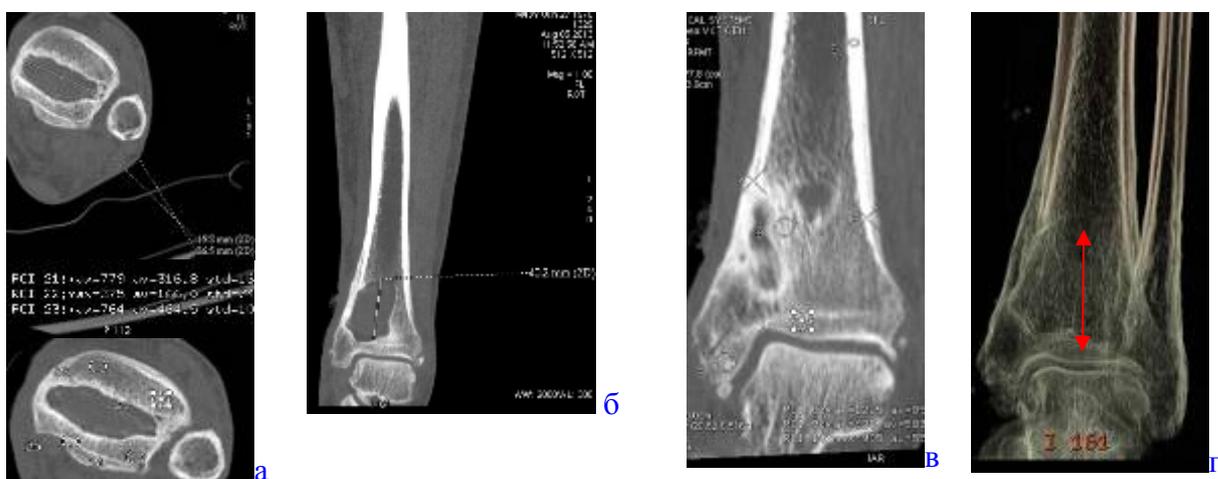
МСКТ голеностопного сустава больного В., 43лет. Аксиальные срезы (а), MPR (б, в), 3D с обработкой на фильтре (г). Хронический посттравматический остеомиелит левой большеберцовой кости в нижней трети. Остеомиелитическая полость.
